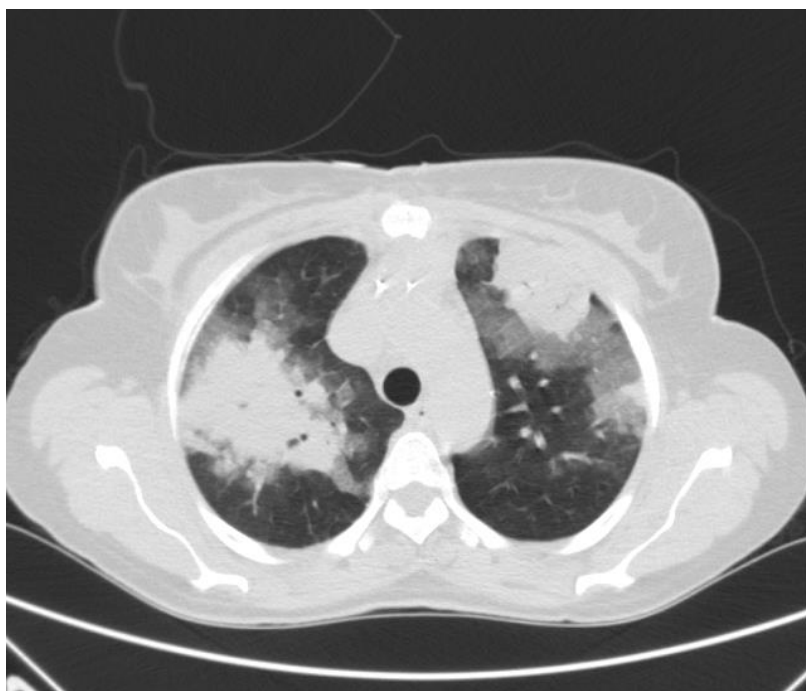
TC Tórax (11/05/2016)
